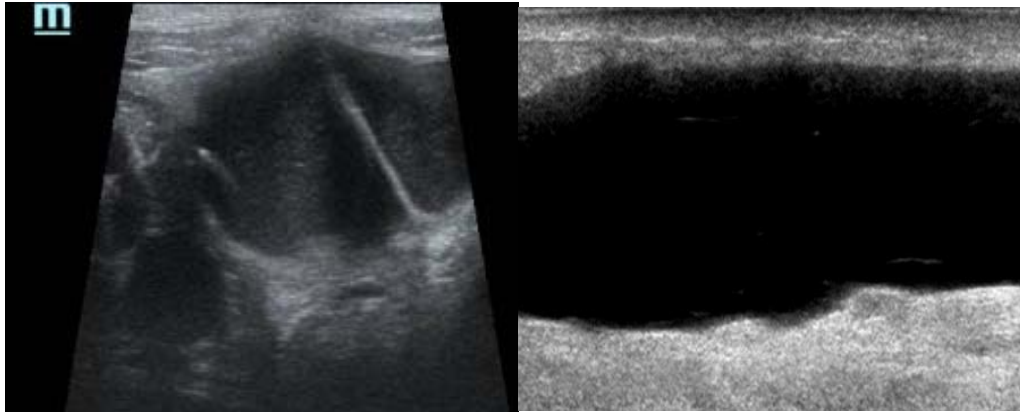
Échographie mammaire chez une patiente de 83 ans prise en charge pour un carcinome non spécifique infiltrant avec atteinte axillaire : apparition d'une tuméfaction axillaire source d'inquiétude pour la patiente. Collection axillaire correspondant à un lymphocèle. Échographie mammaire chez une patiente de 83 ans prise en charge pour un carcinome non spécifique infiltrant avec atteinte axillaire : apparition d'une tuméfaction axillaire source d'inquiétude pour la patiente. Collection axillaire correspondant à un lymphocèle.
